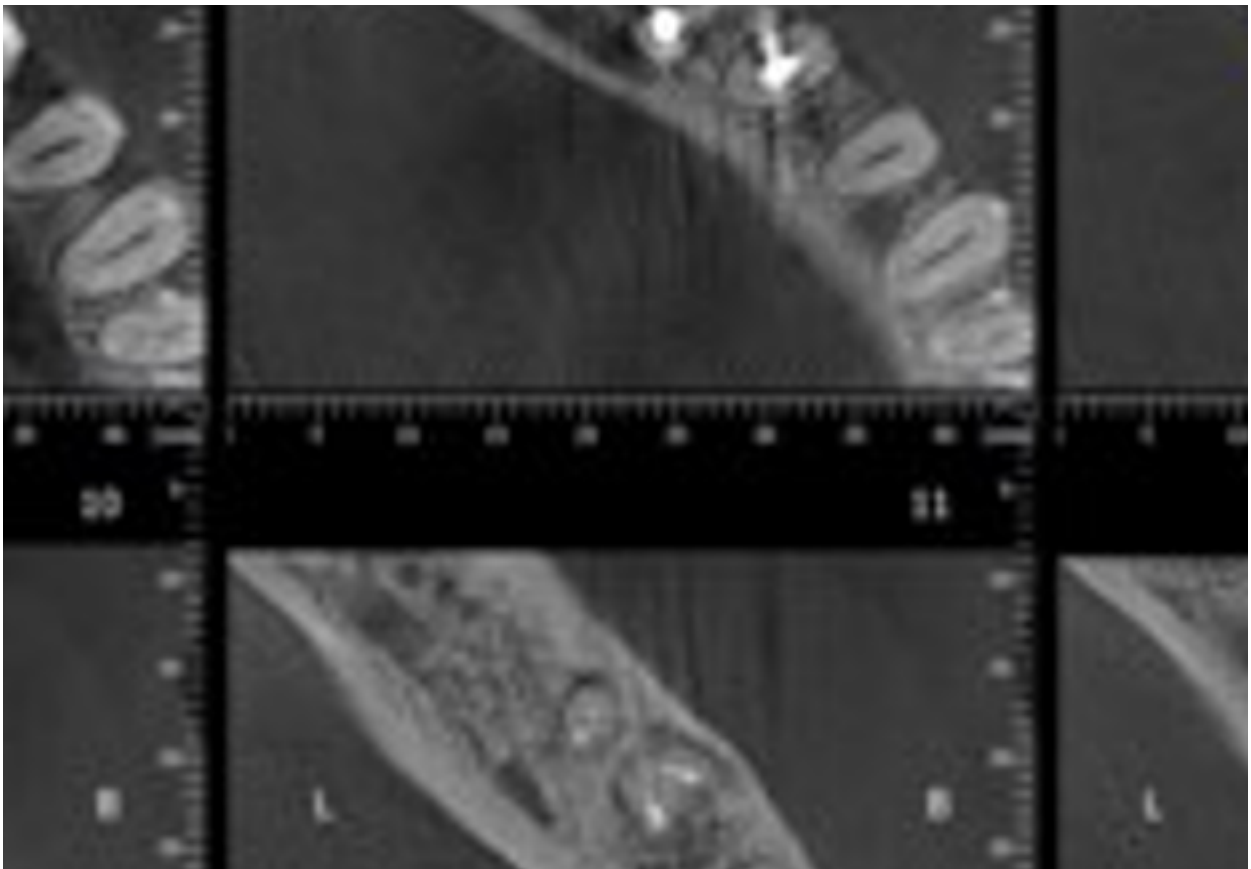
Radiografia digital
